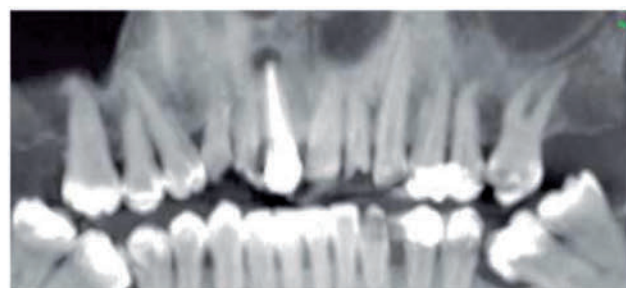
Tomografía de haz cónico del paciente.
